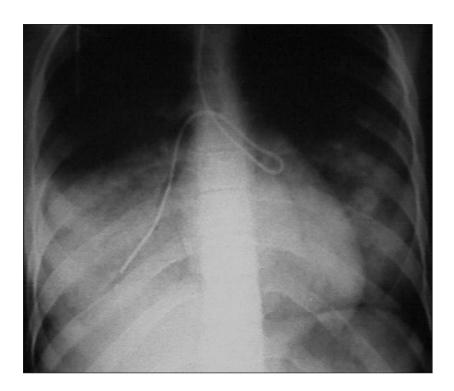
Radiografía de tórax mostrando una neumonía aspirativa en el lóbulo inferior derecho, por una mala insercción de la sonda en la vía aérea y posterior lavado gástrico.
